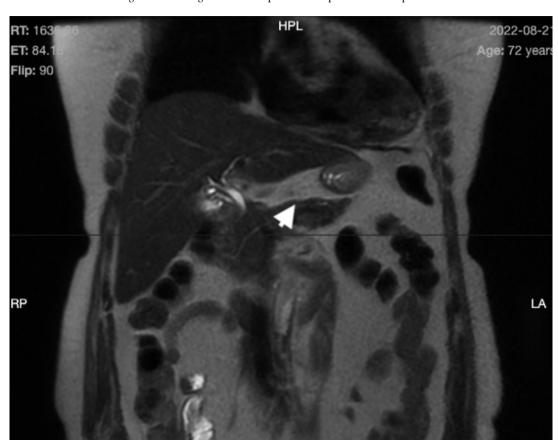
Resonancia nuclear magnética corte sagital donde se aprecia tumor pancreático compatible con insulinoma
